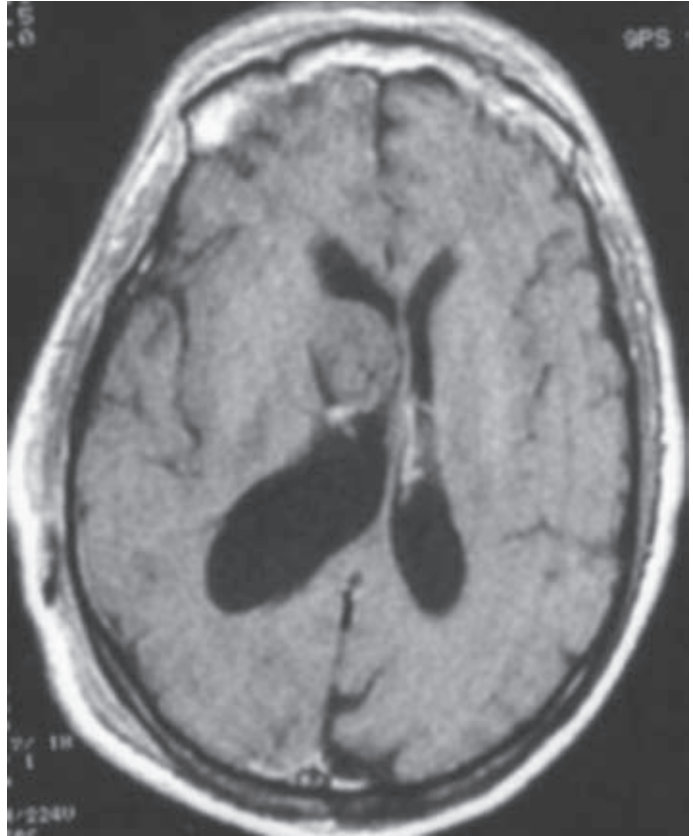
Subependimoma del ventrículo lateral derecho, visto en RM (fase T1). El tumor suele ser isointenso respecto del parénquima cerebral, con escasa o nula captación de contraste.
